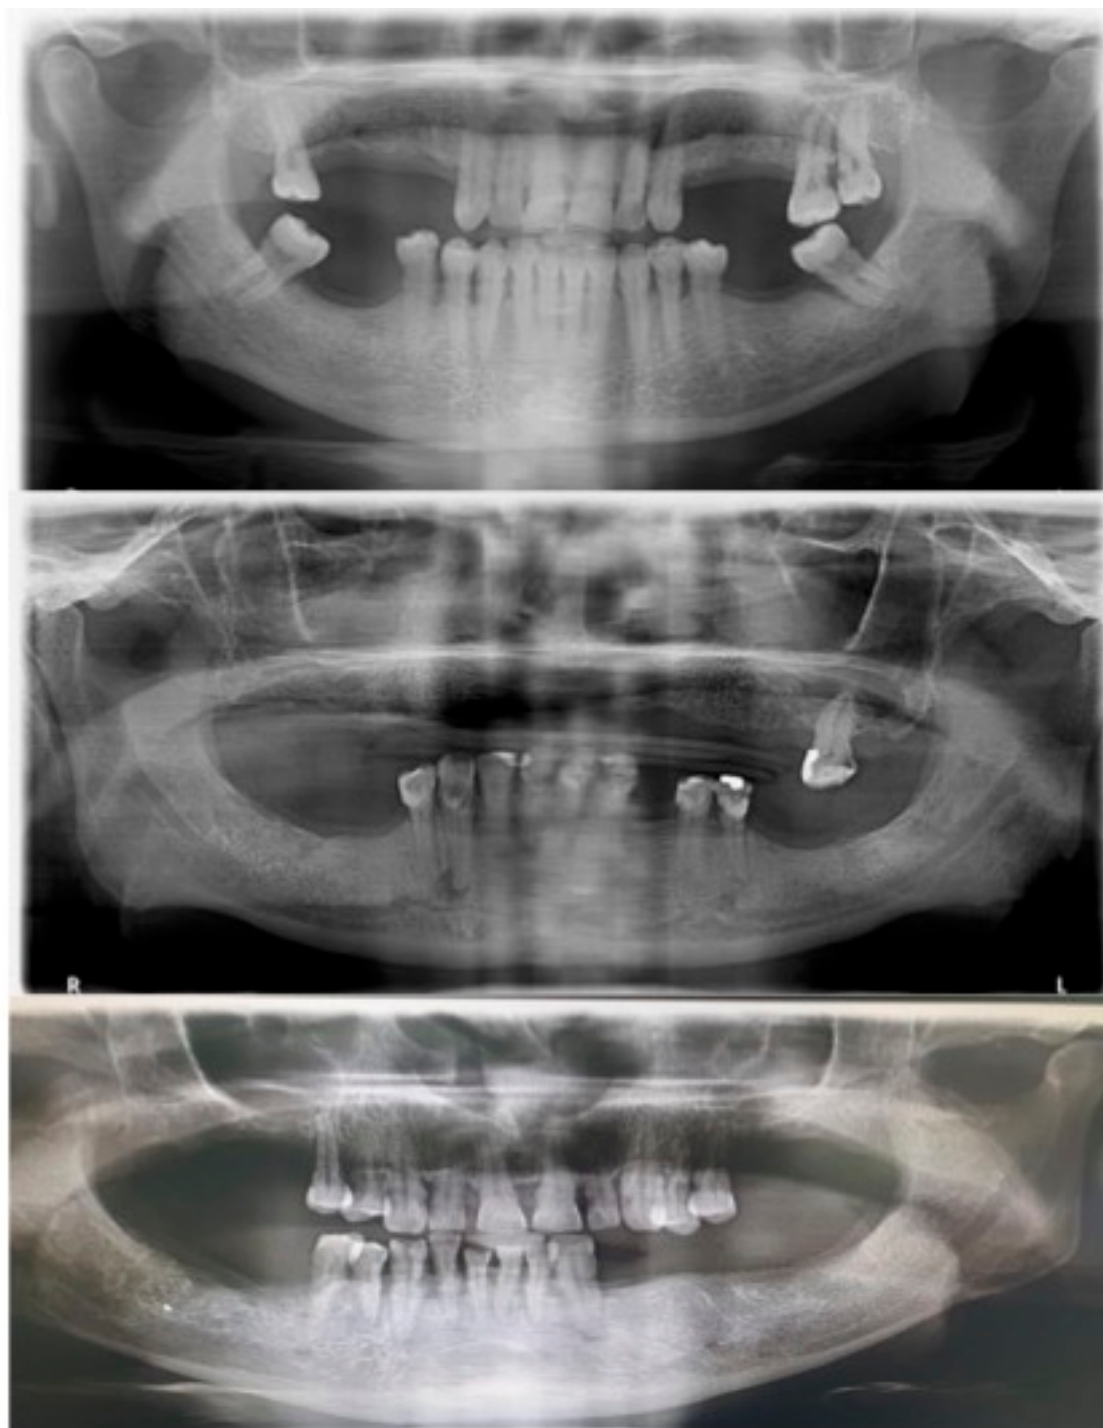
Radiografias panorâmicas iniciais dos pacientes 1, 3 e 7.
